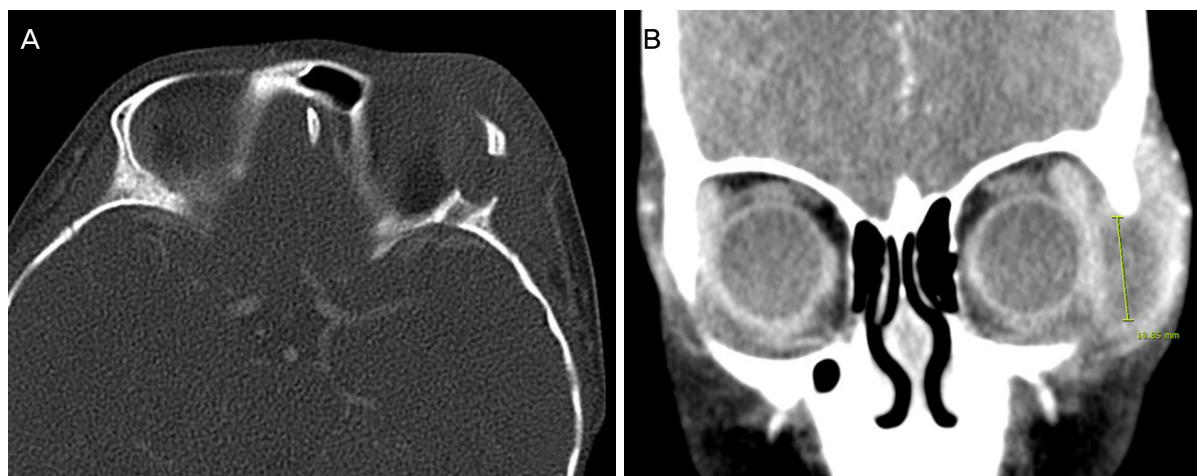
Computed tomography (CT) scan of patient. (A) Axial CT scan (bone window) show bony defect in the left greater wing of sphenoid which is interconnected with the temporal fossa. (B) Coronal CT scan showing well defined low density lesion in fronto-zygomatic suture.
